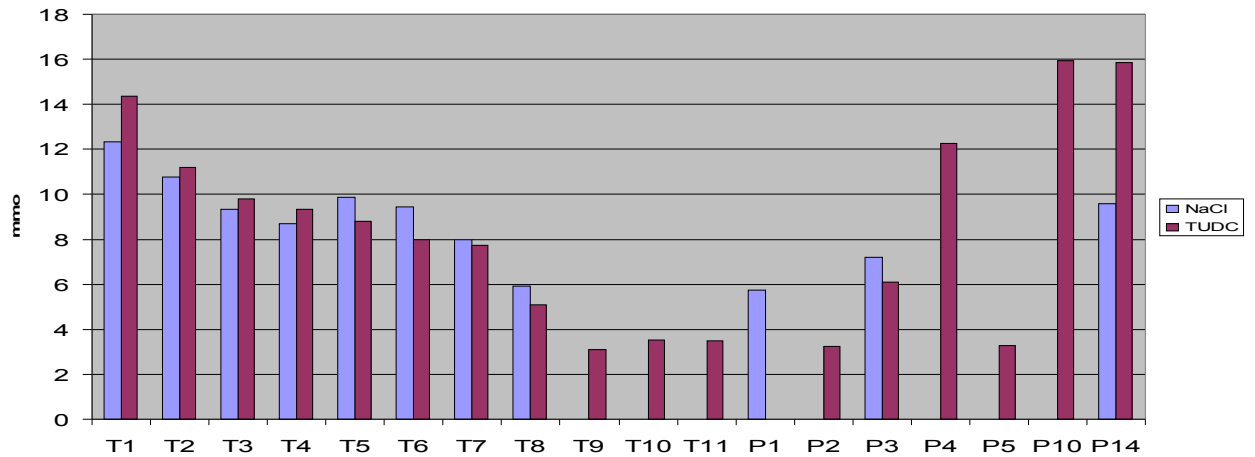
Konzentrationsverlauf TC (T1-P14) unter Einbeziehung aller Messergebnisse
